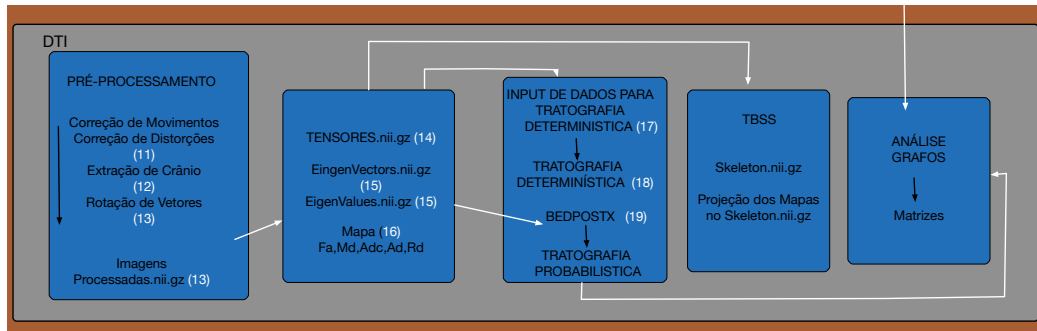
Fluxo de processamento para análises de difusão de MRI
